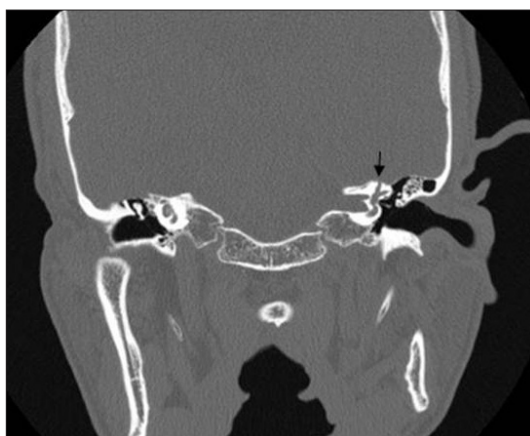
Coronal computed tomography of the left temporal bone shows bony defect of the superior semicircular canal (arrow).
